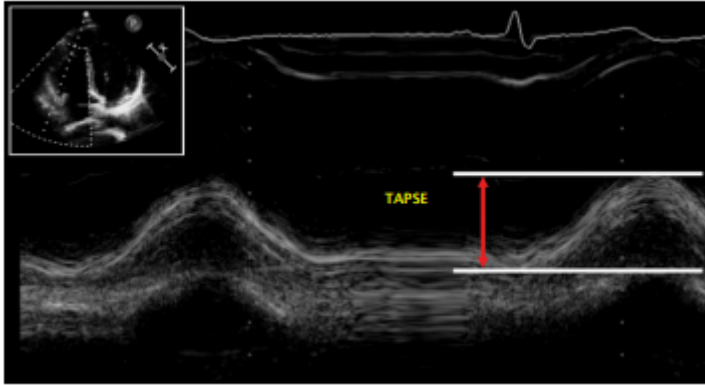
Traccia M-mode dell'escursione sistolica dell'anulus tricuspidalico (Tricuspid Annular Plane Systolic Excursion, TAPSE). L'immagine in alto a sinistra mostra il posizionamento del cursore dell'M-mode sull'anulus tricuspidalico tramite l'ecocardiografia 2-D.³⁷
